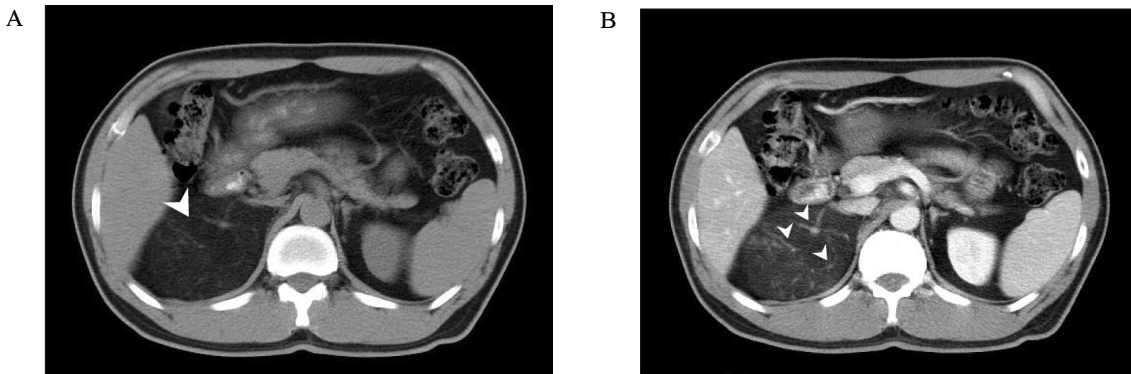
Abdominal CT scans. A, An about 9 cm sized low-density mass in right suprarenal region (arrowhead). B, Numerous vessels and mild contrast enhancement after injection of contrast agent (arrowheads).
